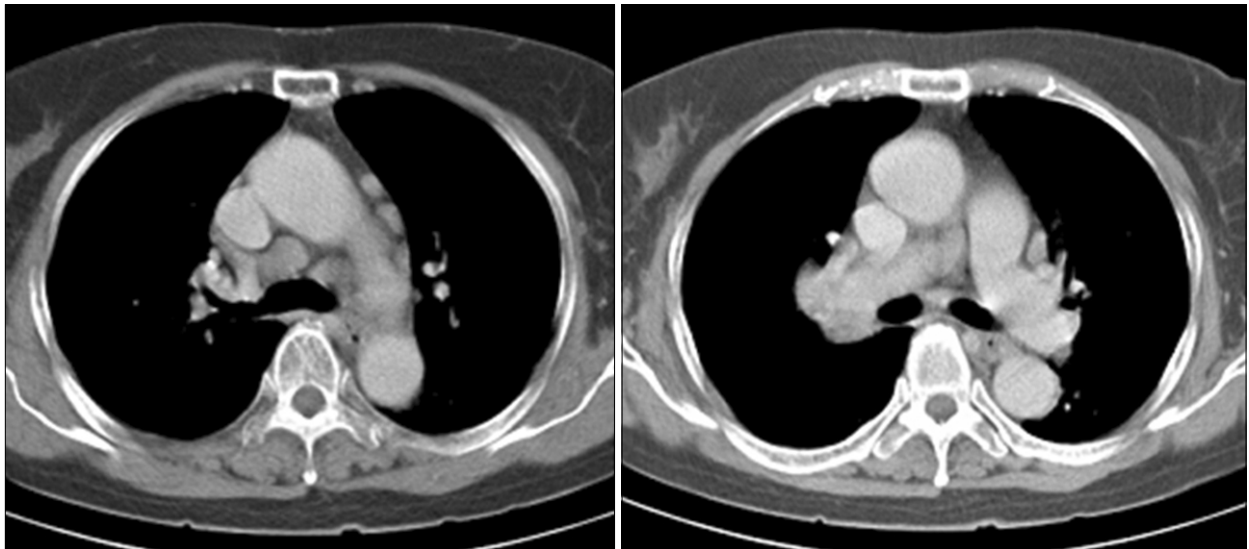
Chest CT scan with enhancement shows enlarged lymph nodes at both hilum, both paratracheal, left paraaortic, AP window and subcarinal nodal station.
